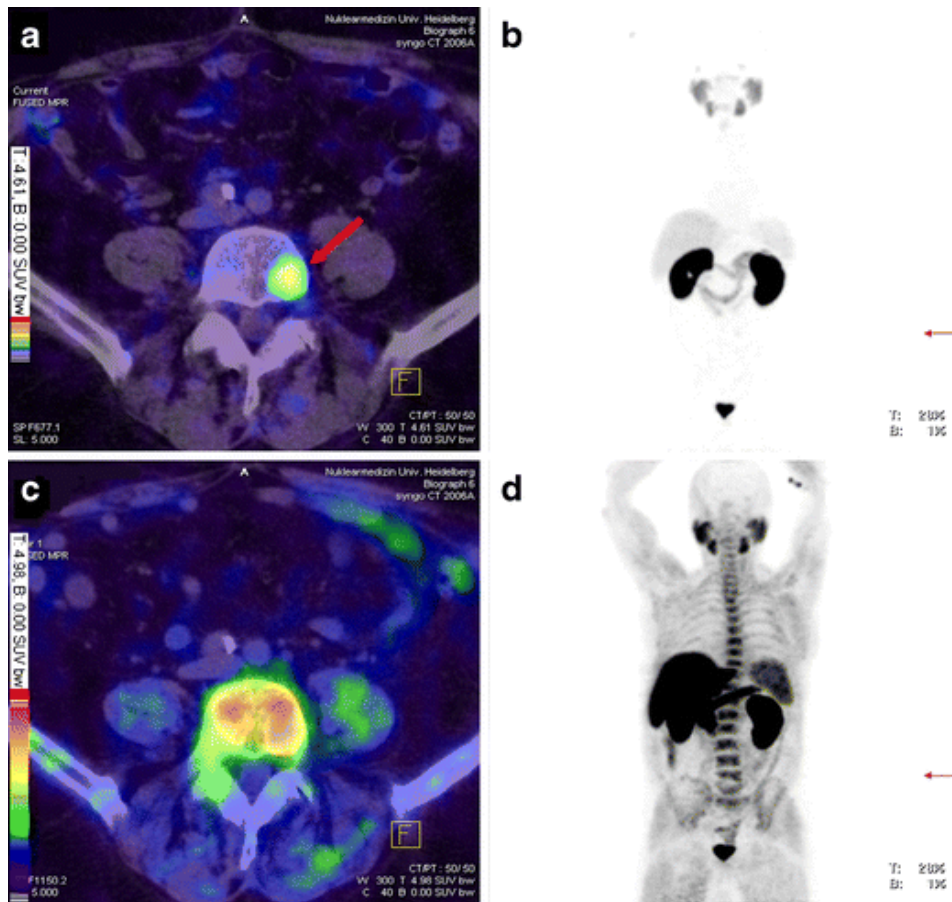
Aspect de métastase entre TEP choline et TEP PSMA (99)
